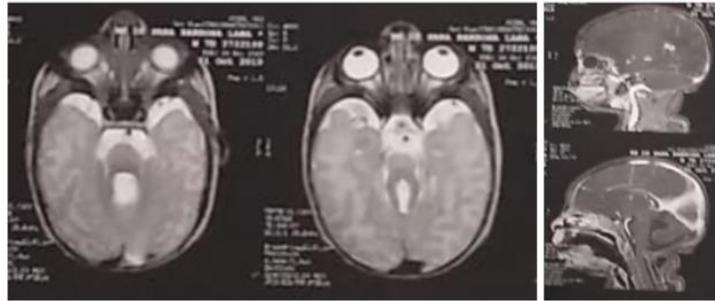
Ressonância magnética com sinais aplasia do vermis cerebelar e dos pedúnculos cerebelares inferiores e médios, associados a hipertrofia dos pedúnculos superiores e displasia mesocéfalo-pontina, dando aspecto de (dente molar) ao rombencéfalo, compatível com a Síndrome de Joubert.
